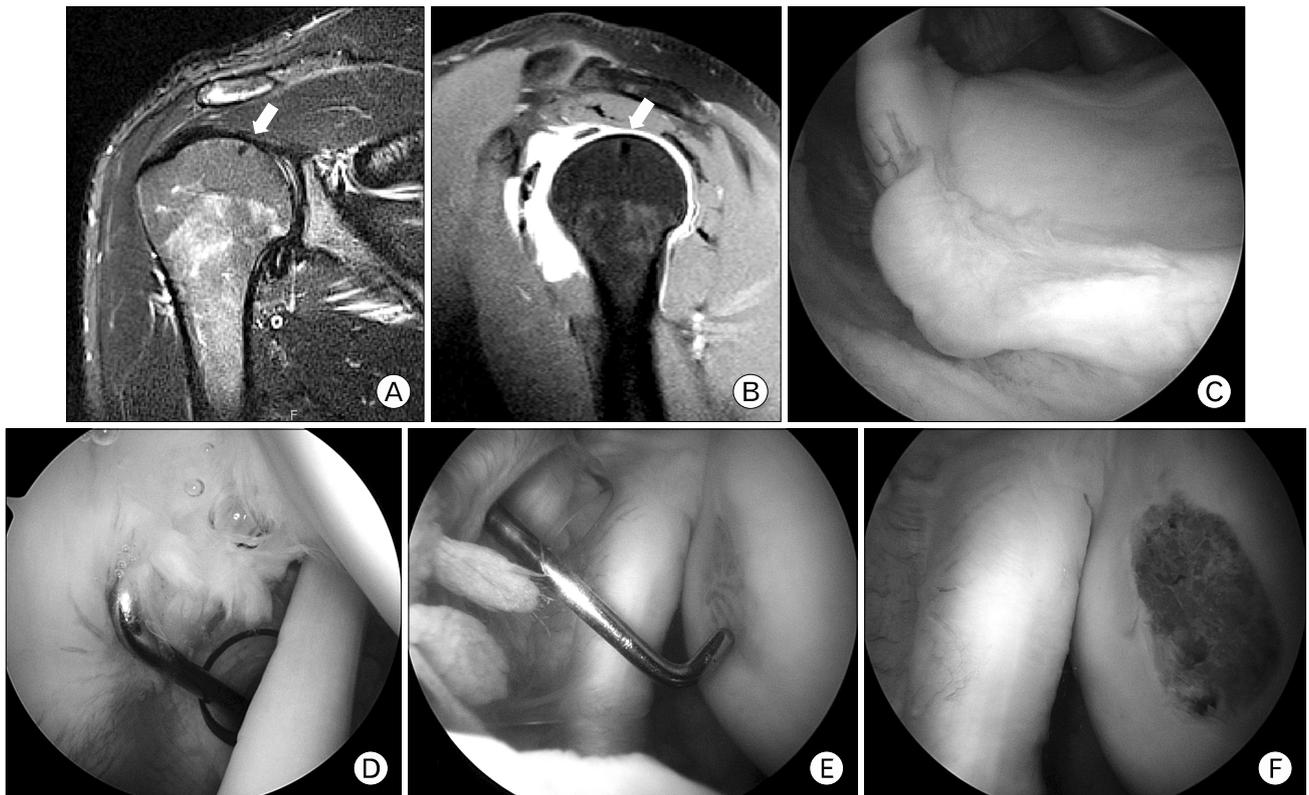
(A, B) Coronal and sagittal magnetic resonance images show no significant osteochondral lesion of humeral head, but suspected lesion with low signal intensity as subchondral lesion (white arrow). (C) Arthroscopic finding shows posterosuperior labral fraying. (D) Arthroscopic finding shows intraarticular partial tear of supraspinatus tendon. But humeral head may seem like intact in 30° arthroscope viewing. (E) Osteochondral lesion of humeral head is confirmed by switching 70° arthroscope. (F) Arthroscopic debridement and microfracturing are performed.
